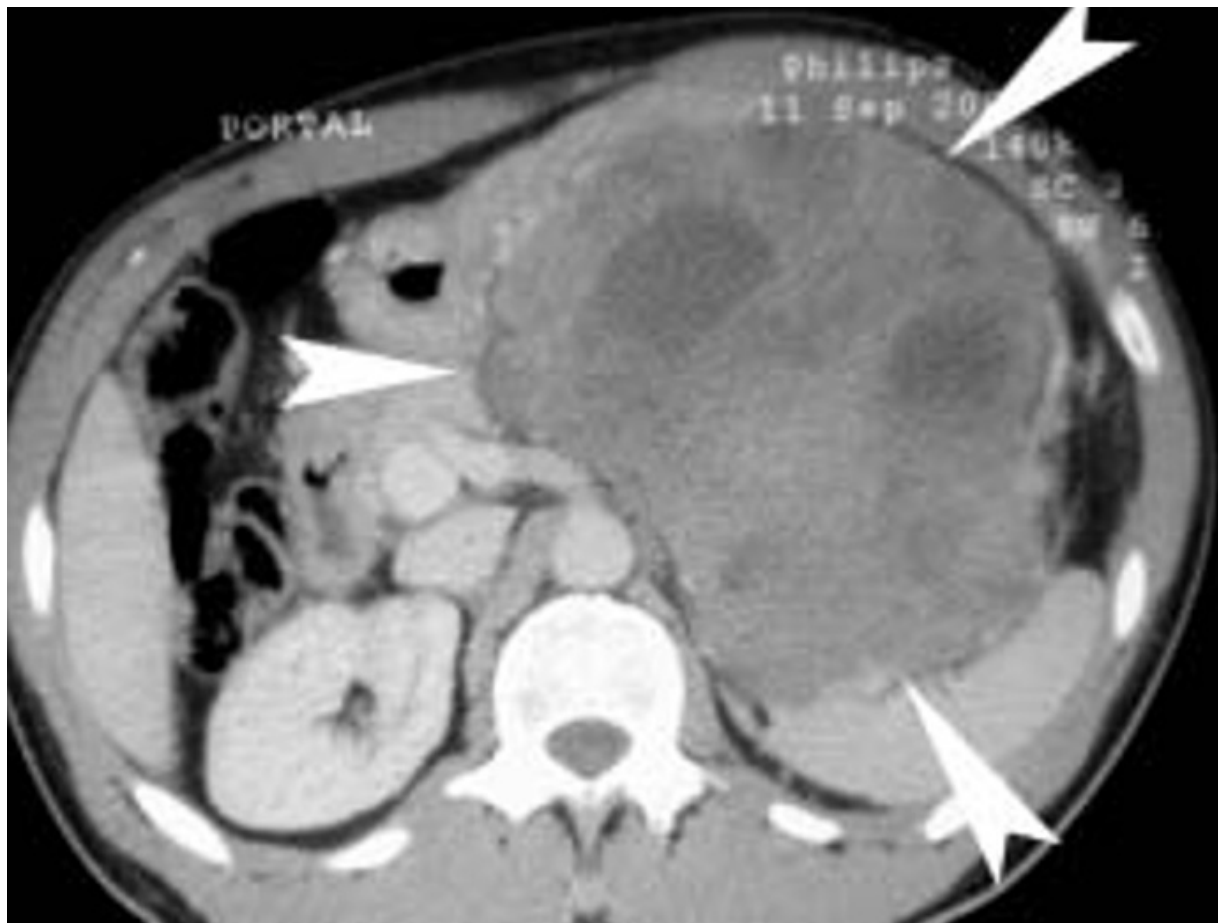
TDM, dans le plan axial, montrant l'existence d'une masse d'origine gastrique (têtes de flèche) épigastrique d'environ 12 cm de grand axe, refoulant la rate et rehaussant de façon hétérogène après injection intraveineuse de produit de contraste iodé (cas 35).
